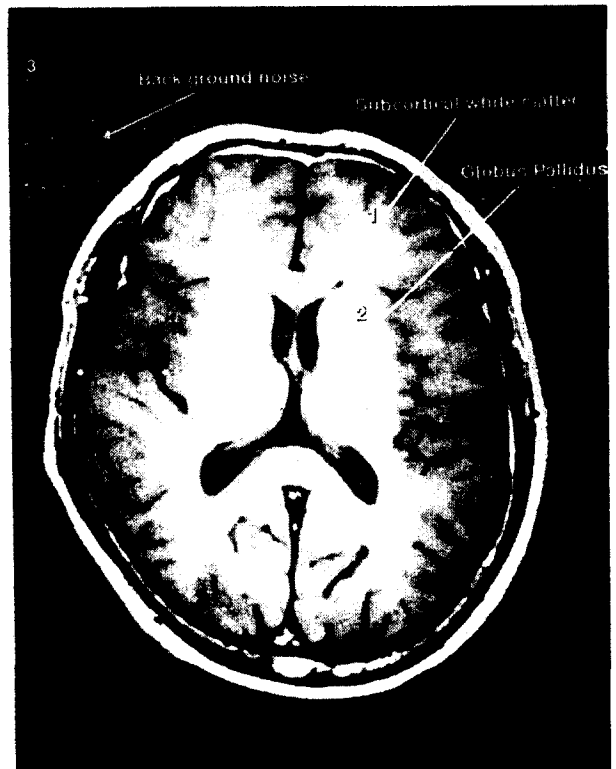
Axial T1 weighted MR image for measurement of signal intensity in the globus pallidus and frontal subcortical white matter for calculation of pallidal signal intensity index
